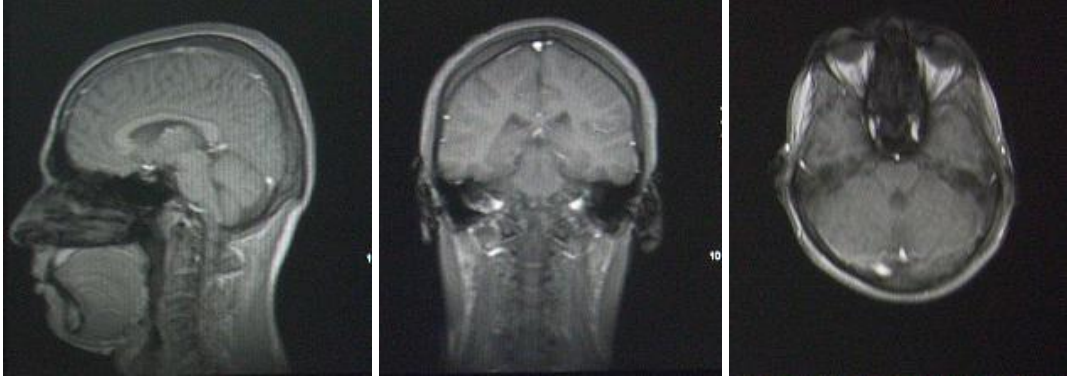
Venöz anjiyografide taranacak bölge
